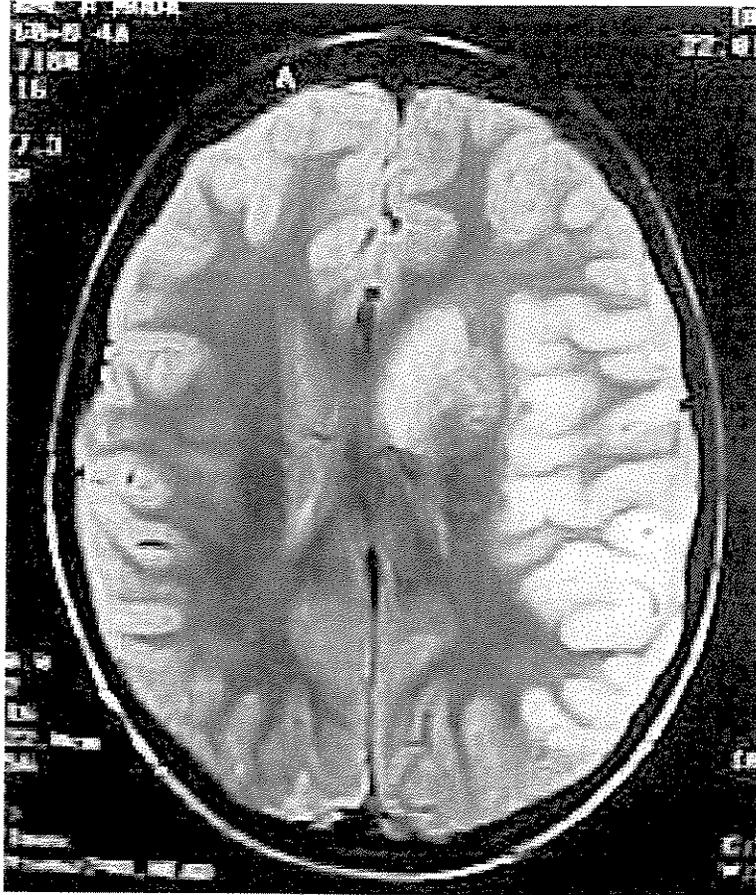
Sujeito 1 GHM RM do Crânio em 22/01/99 em paciente acometido por DCVI aos 4 anos e 10 meses de idade.
